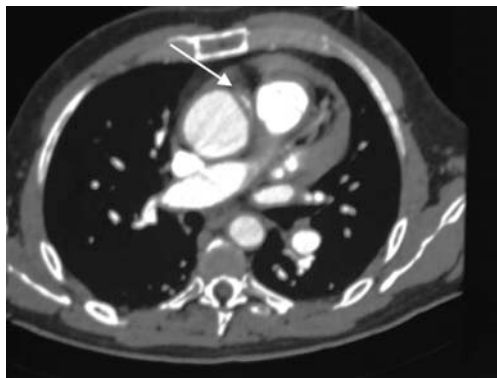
Angio-tomografia: sezione trasversale dell'aorta a livello della giunzione sinotubulare con evidenza di ematoma intramurale (freccia).
